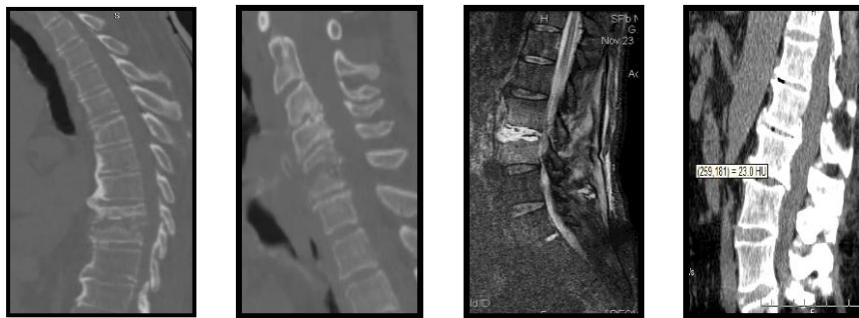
Лучевые признаки спондилодисцита в острый период, визуализировавшиеся при КТ- и МРТ-исследованиях в примерные сроки от 3 до 8 недель
